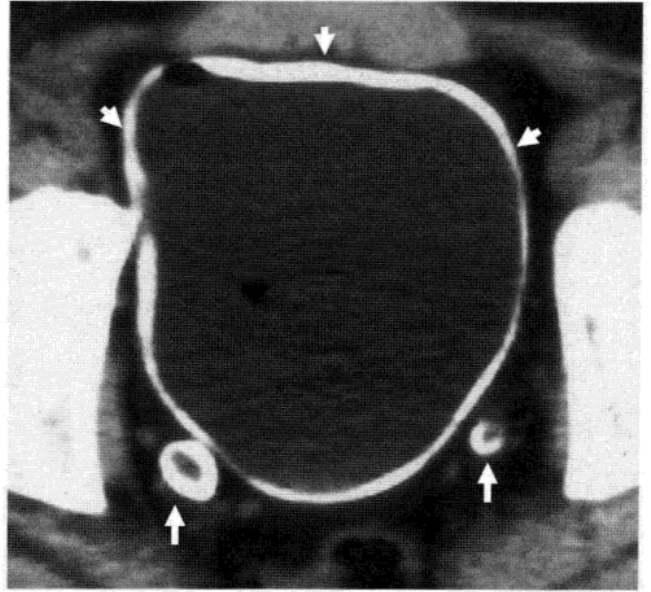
诊断血吸虫病的 25 岁男性，CT 显示周围膀胱壁钙化(箭头)，和两侧输尿管远端钙化(箭头)，血吸虫病的特征表现。通过导尿管膀胱充盈了含脂对比剂。膀胱前部可见气泡(黑色)。(Courtesy of associate professor Hakan Jorulf, Uppsala, Sweden)
